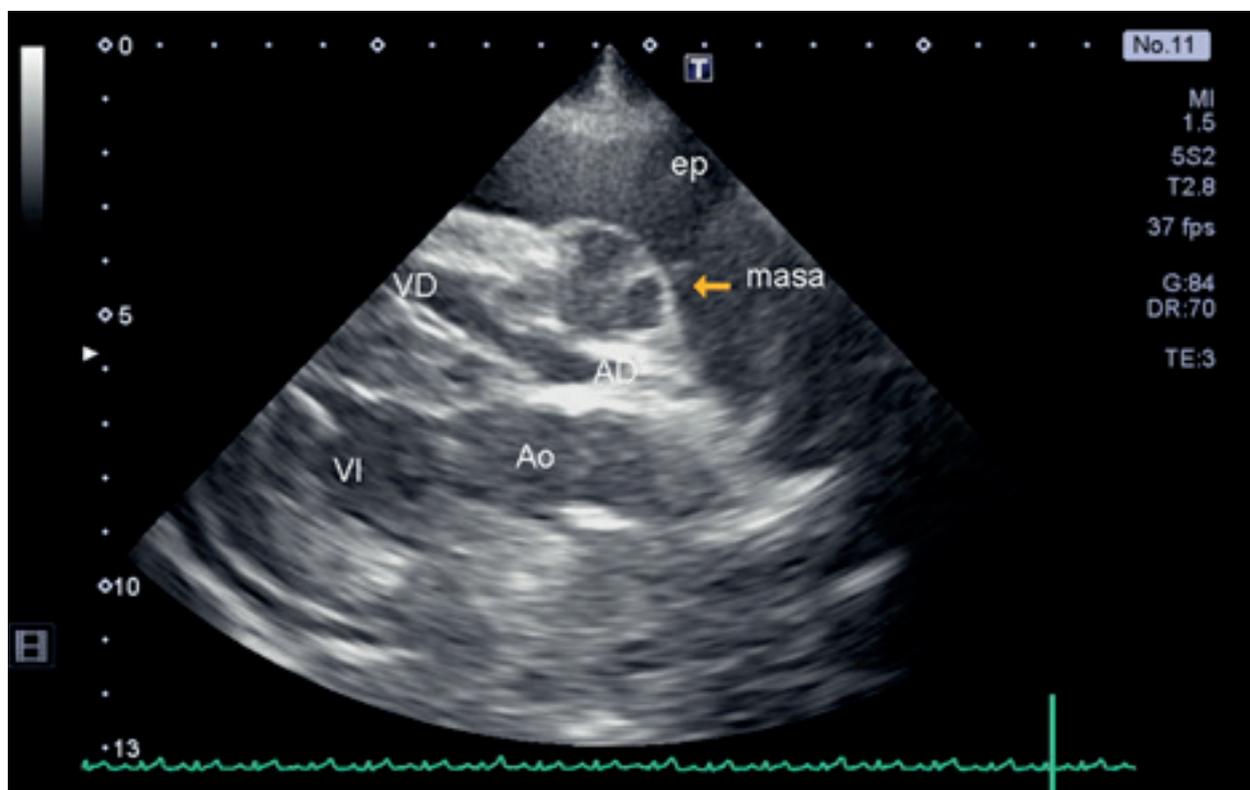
Ecocardiografía: corte longitudinal paraesternal derecho optimizado para ver una masa a nivel de la unión atrioventricular derecha (flecha). También se observa líquido libre en la cavidad pericárdica (ep). Ventrículo derecho (VD), ventrículo izquierdo (VI), atrio derecho (AD), aorta (Ao).
